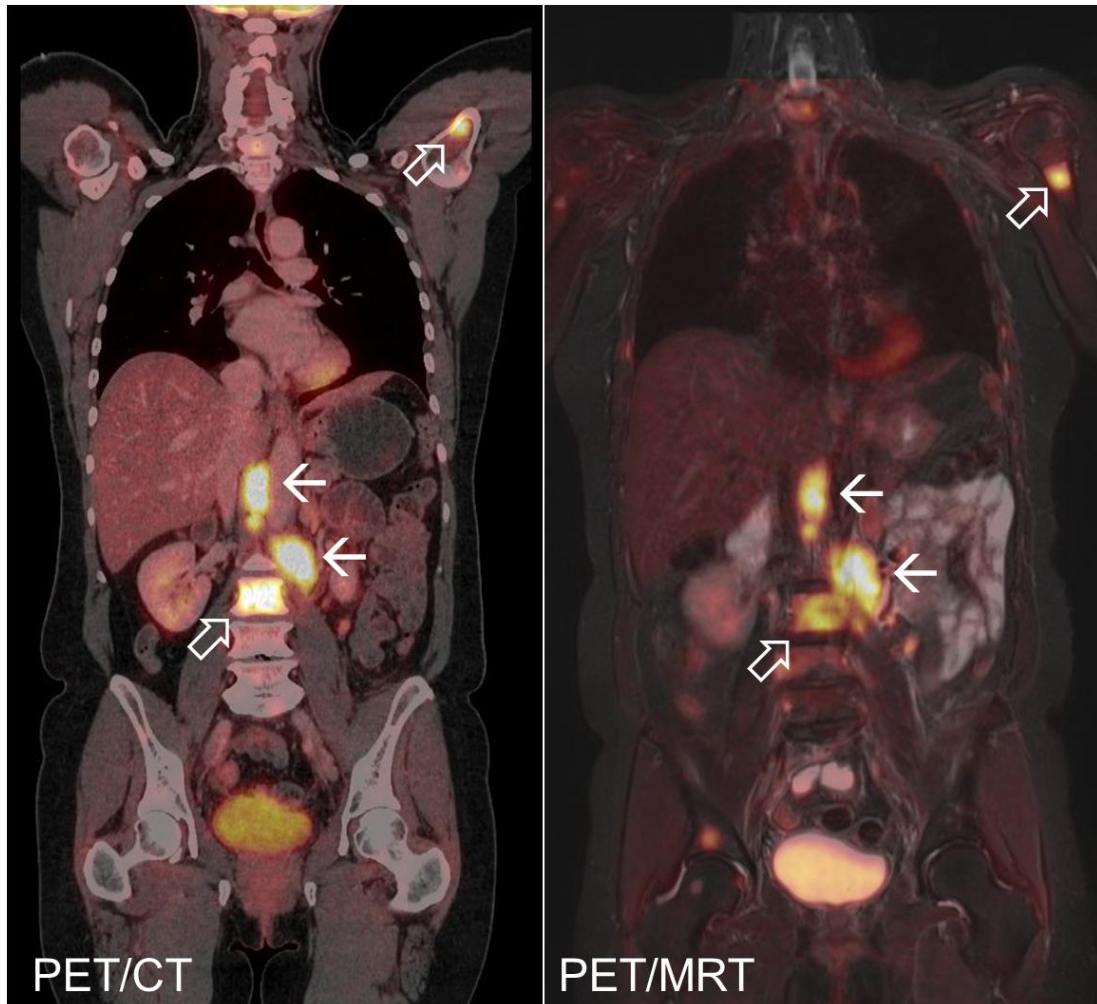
Bildbeispiel einer Patientin mit metastasiertem Karzinom der Eierstöcke mit Fusionsbildern von PET/CT (links) und PET/MRT (rechts). In schwarz-weiß sind jeweils die Bilddaten von CT und MRT dargestellt. Die fusionierten Daten der PET kommen in rot/gelb zur Darstellung und zeigen den Zuckerstoffwechsel der unterschiedlichen Gewebe. Es zeigen sich in PET/CT und PET/MRT gleichermaßen Lymphknotenmetastasen mit vermehrtem Zuckerstoffwechsel entlang der großen Bauchgefäße (↔). Darüber hinaus zeigen sich zahlreiche stoffwechselaktive Knochenmetastasen (↗).
